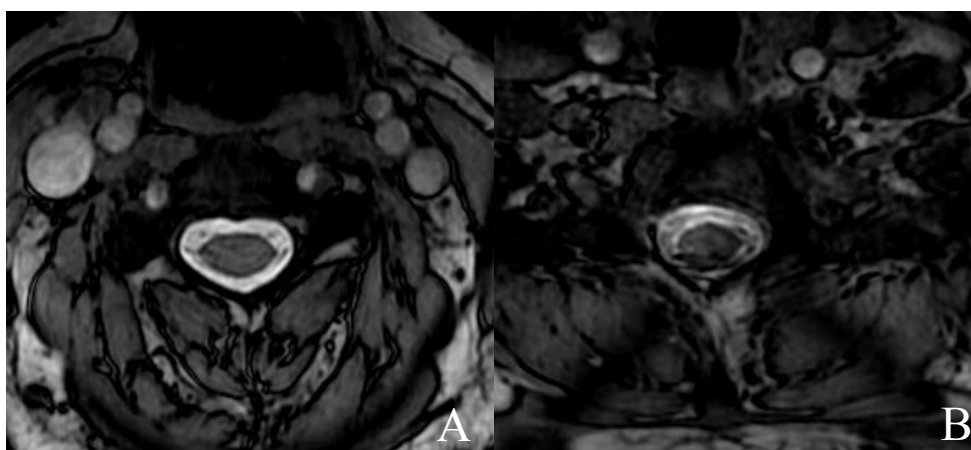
3D COSMIC em RM de 3,0 T nos níveis C3 e C7. Observar a imagem no nível de C3 em (A) e no nível de C7 em (B). Na região cervical alta, em C3, há nitidez de imagem, facilitando visualização dos ligamentos denteados após ampliação e janelamento adequado da imagem. Na transição cervico-torácica, em C7, a presença de artefatos na imagem prejudica a avaliação das estruturas nesta topografia.
